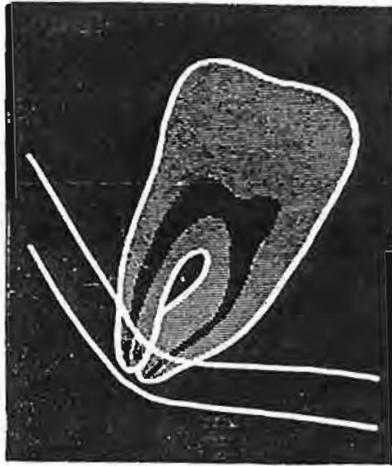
Immagine radiografica di diversione del canale mandibolare.
